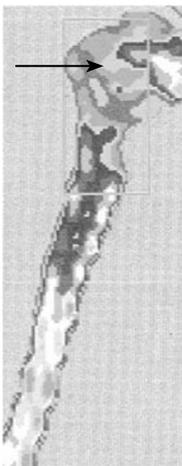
Остеосаркома верхней трети правой плечевой кости (по данным ДРА и радиосцинтискелетогрaфии с ^{99m}Tc)
